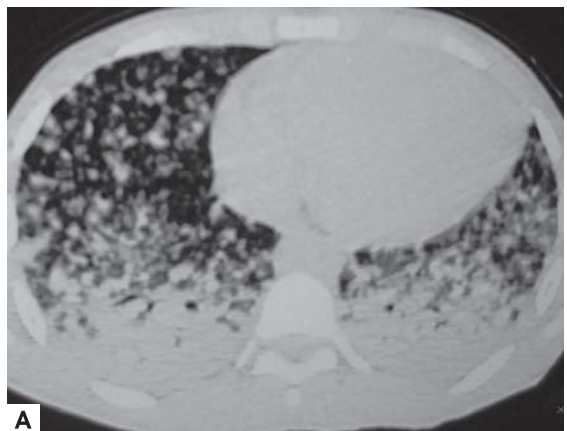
a) Tomografia computadorizada de tórax evidenciando micronódulos difusos e consolidação bibasal posterior; b) Presença de linfonodomegalia paratraqueal na janela aorto-pulmonar
